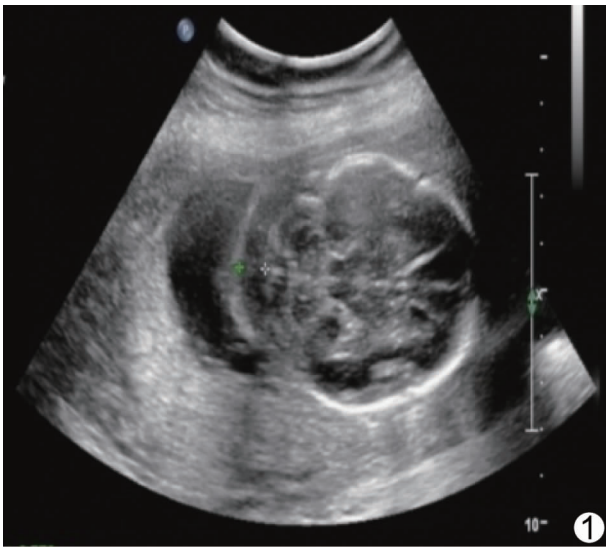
孕妇,40 岁,孕 23<sup>+</sup>6 周,胎儿脐带血穿刺核型分析结果为 47,XN,+21 超声示胎儿 NF 厚度为 0.77 cm,胎儿四肢短小
